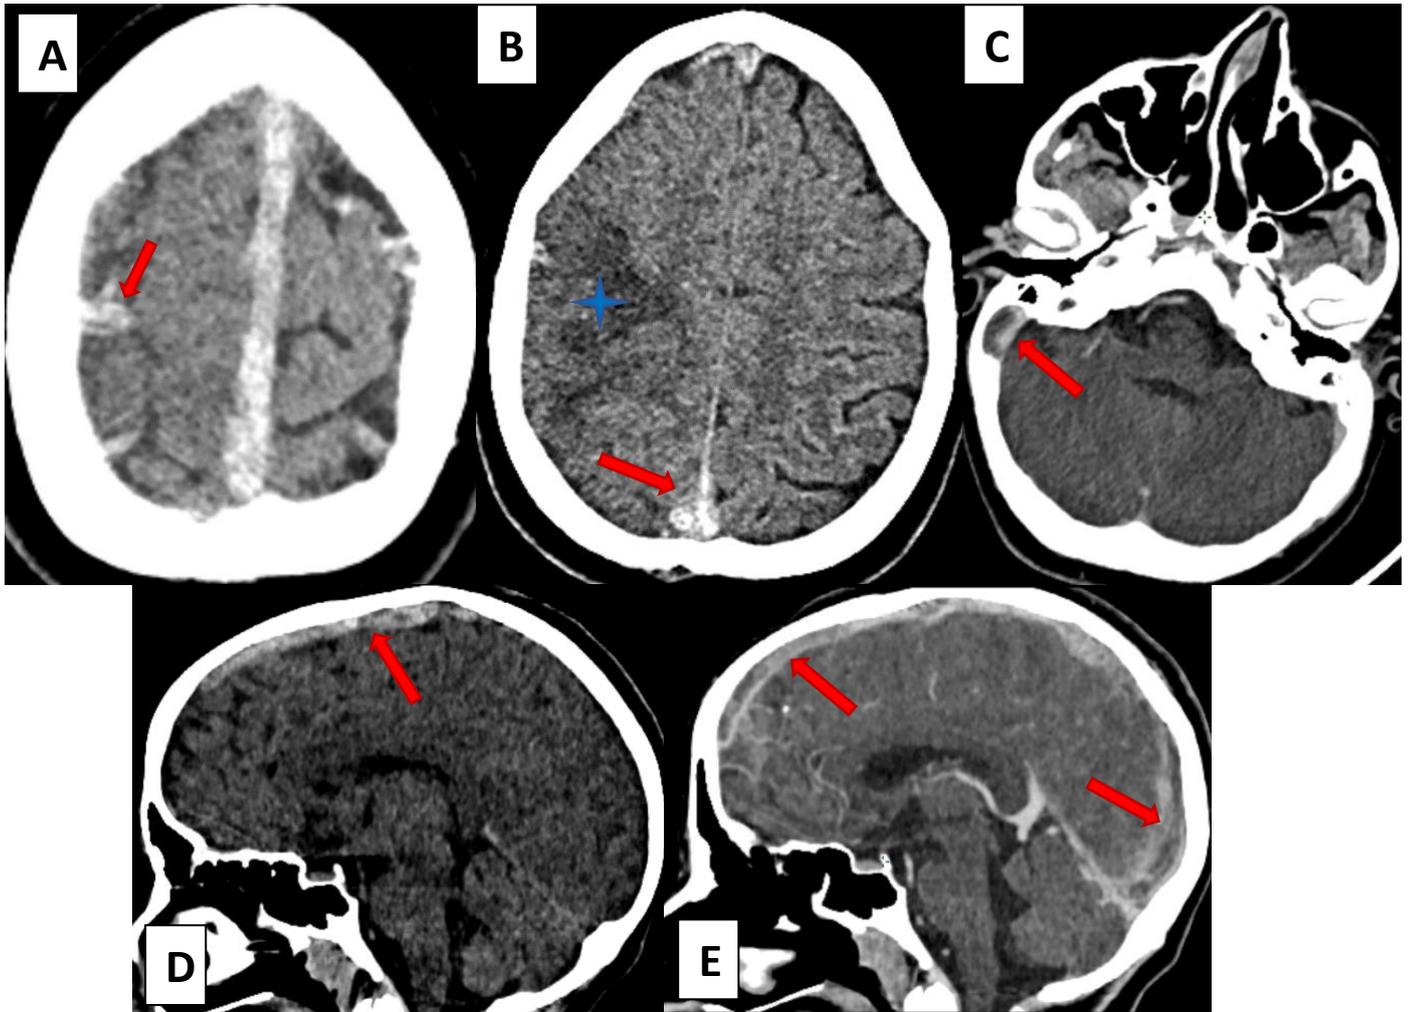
TDM cérébrale en C- et C+ : plage majoritairement sous corticale fronto-pariétale droite (etoile), signe de la corde (A) et du triangle dense (B) avec défaut d'opacification du totale du SSS (E) étendu au torcular et du sinus sigmoïde droit (C).
